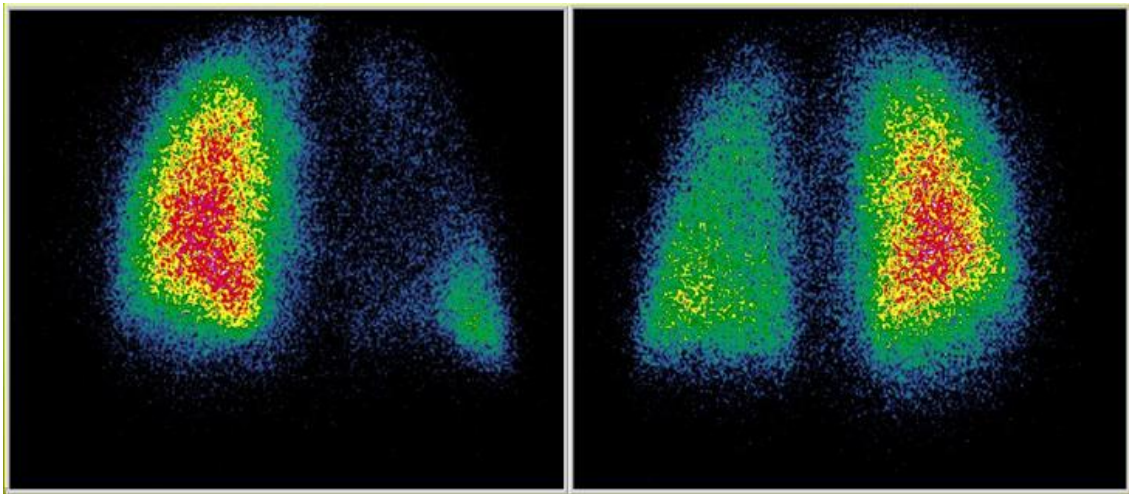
Perfuzní scintigrafie plic, plicní embolie (Doležal)
